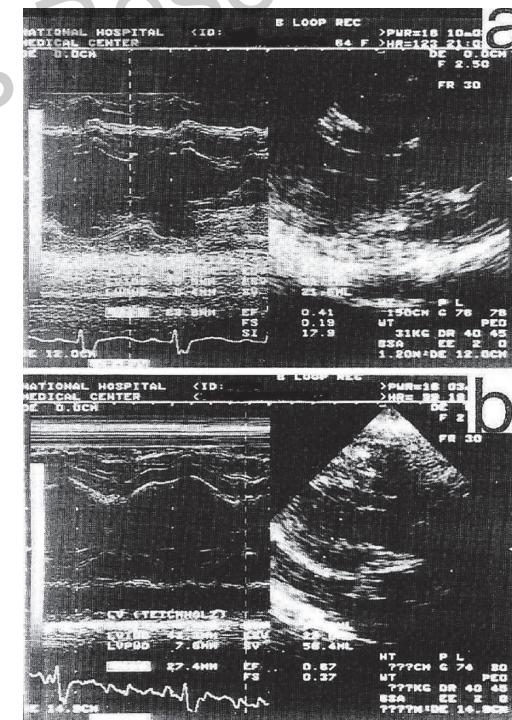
心エコー変化 (a:セレン投与前, b:セレン投与後)
